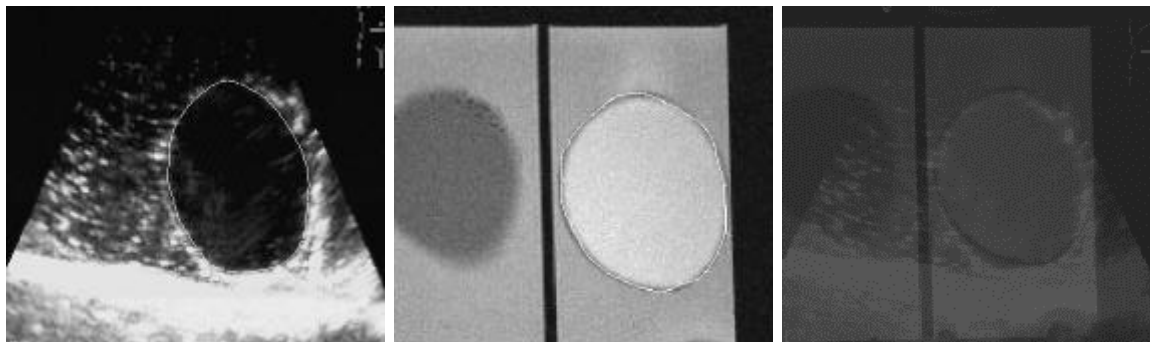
18 : Mise en correspondance et fusion des images US et IRM du ballon.
